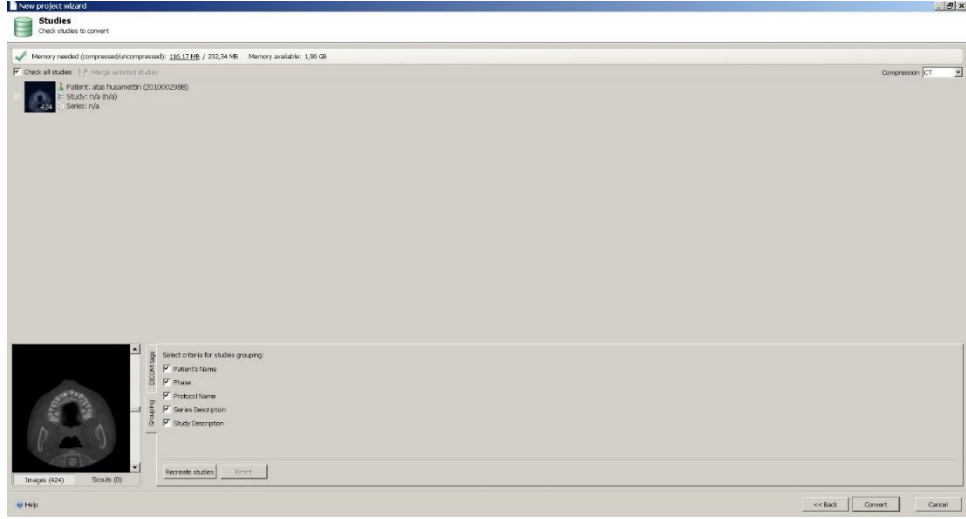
Programa tomografi verisi yüklenmediğinde sol üst köşede yazan uyarı
